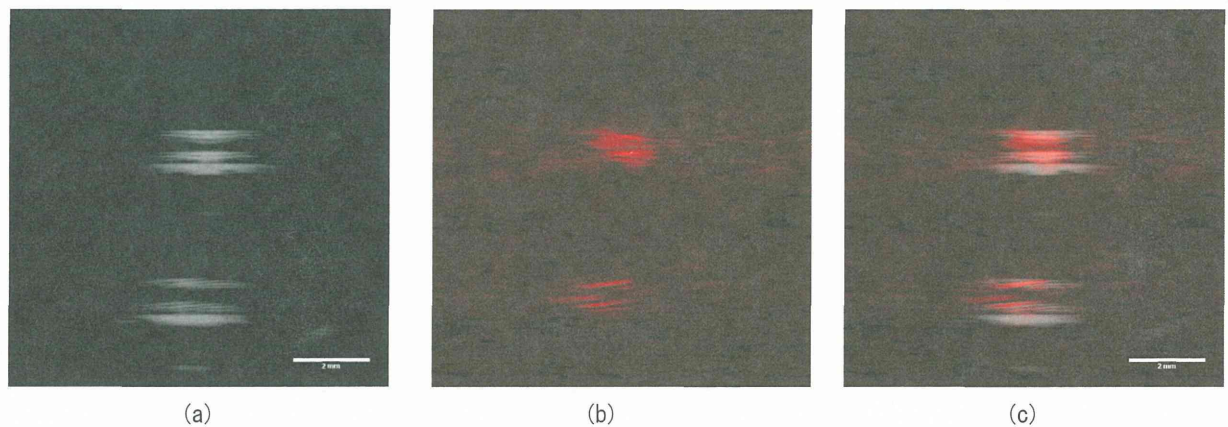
アレイ型探触子の配置を変えずに取得した, (a) 超音波画像と (b) 光音響画像及びそれらの (c) 重畳表示画像。(b) の光音響画像は励起光波長 800 nm で取得した。画像の表示範囲は, 探触子表面から 12 mm から 22 mm。
